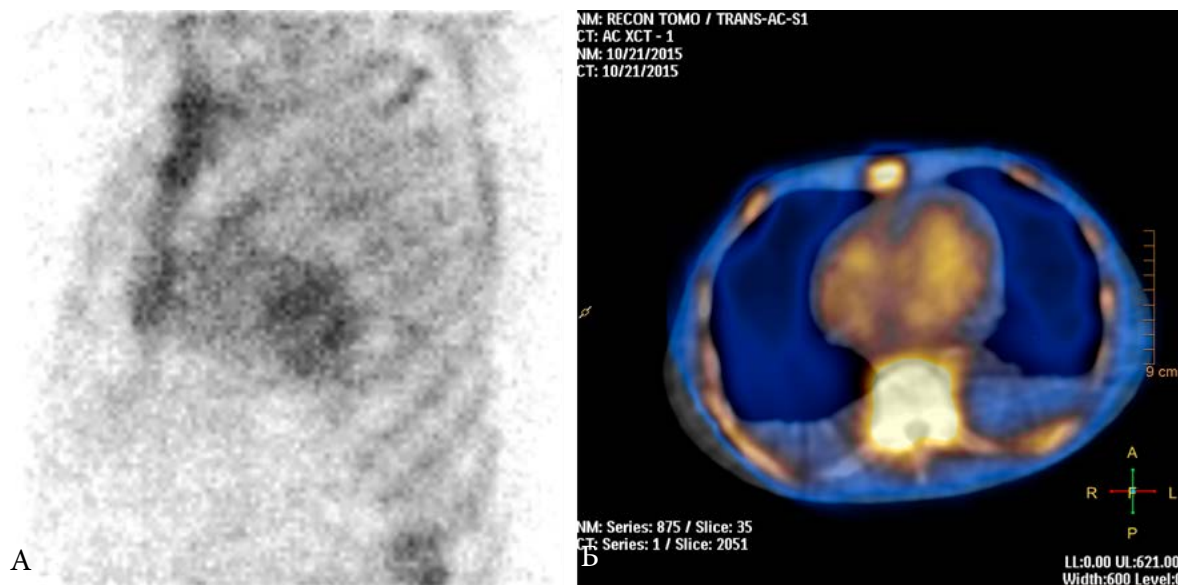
Пример результата, положительного по данным планарной сцинтиграфии и отрицательного по данным ОЭКТ/КТ. А. Планарная сцинтиграфия. Визуализируется крупный очаг накопления РФП в проекции миокарда, перекрываемый изображениями ребер. Б. ОЭКТ/КТ. Визуализируется высокоинтенсивное включение РФП в пуле крови, очагов накопления РФП в миокарде не выявляется.
